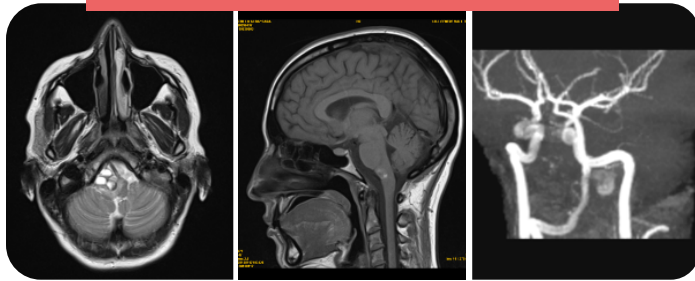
Imagen de RM de cavernoma multilobulado bulbomedular sin relación con el polígono de Willis en una gestante de 29 semanas, diagnosticado a raíz de clínica de déficit neurológico.
